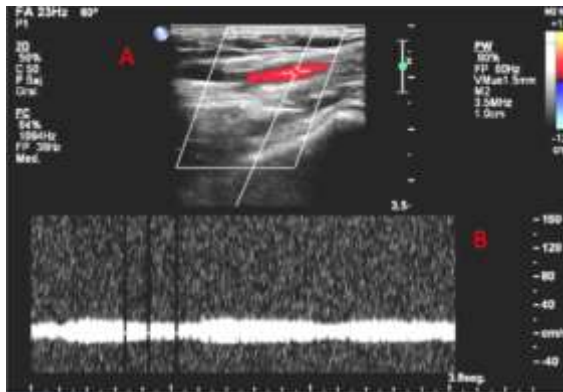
Ecografía en modo Doppler del MSL. Modo Doppler color (A) donde se observa flujo en la arteria braquial. Modo Doppler espectral (B) donde vemos una onda monofásica de baja resistencia con morfología parvus-tardus en la arteria braquial y sus ramas, distal a la oclusión de la arteria axilar vista en la Figura 1.
